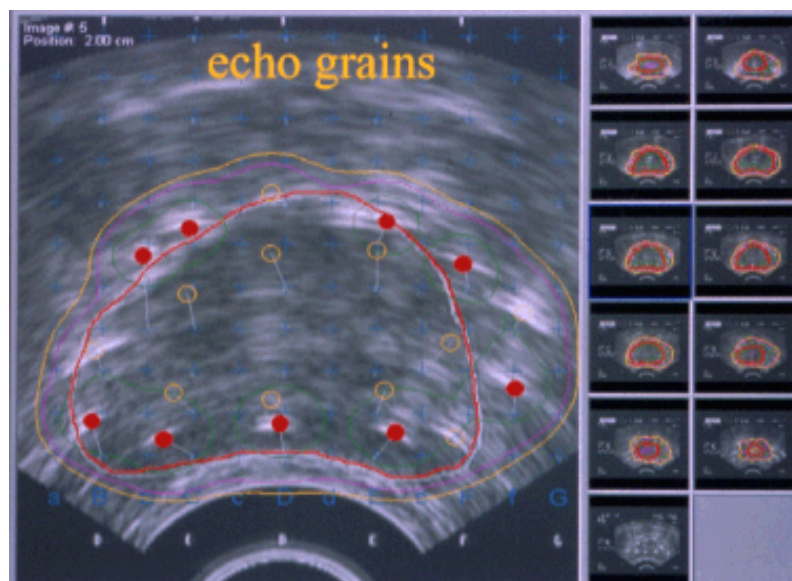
Échographie dosimétrie en temps réel.
